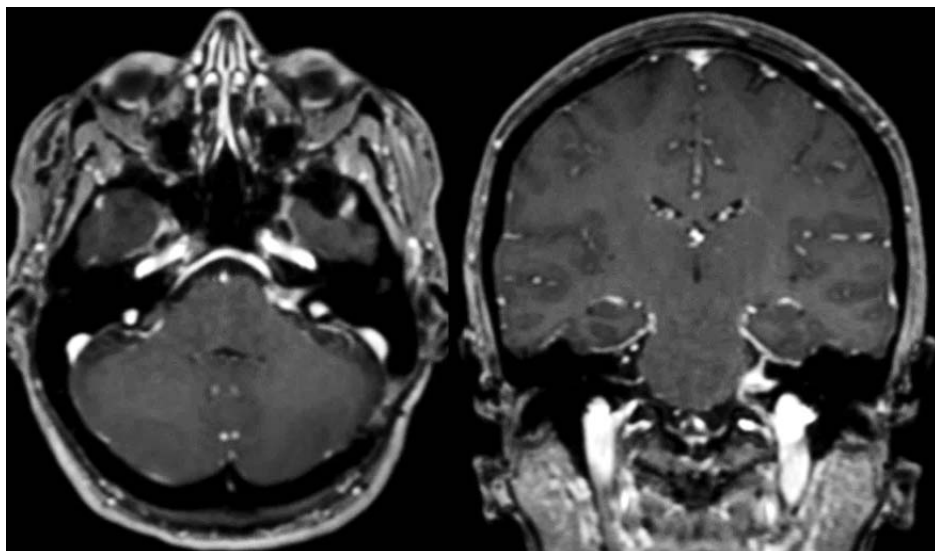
МРТ головного мозга через 4 месяца после удаления КНСН слева
